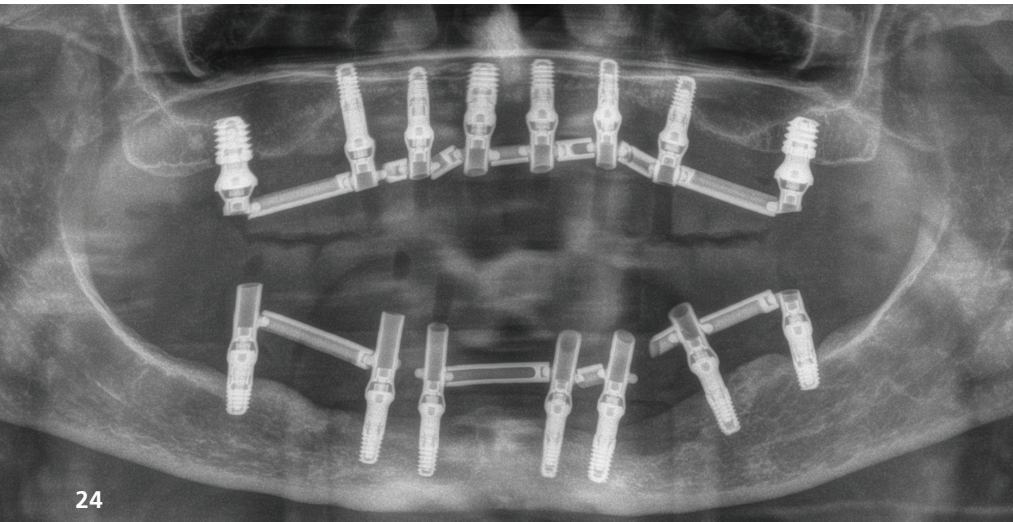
Röntgenbild mit der Prothese mit progressiver Belastung *in situ*. Die Konstruktion mit vorgefertigten Stegen ermöglicht es, Prothesen schnell und effizient herzustellen und bei Bedarf Änderungen an den Strukturen und den Prothesen selbst vorzunehmen. – Abb. 25 und 26: Wax-up-Einprobe zur Anpassung der Okklusion und der ästhetischen Parameter vor der Fertigstellung des Zahnersatzes. – Abb. 27 und 28: Fertigstellung der beiden dreiteiligen Versorgungen.
